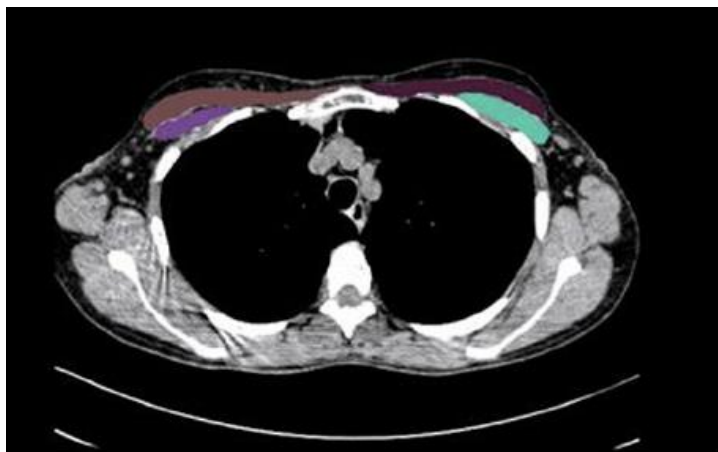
Determinação da área muscular peitoral (sombreadas em verde e roxo) obtida por tomografia computadorizada de tórax [45].
